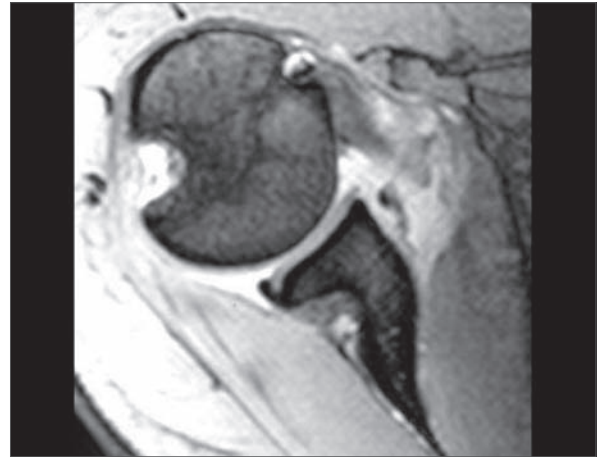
MRT-Untersuchung mit Hill-Sachs Impression und Bankart-Perthes-Läsion.
